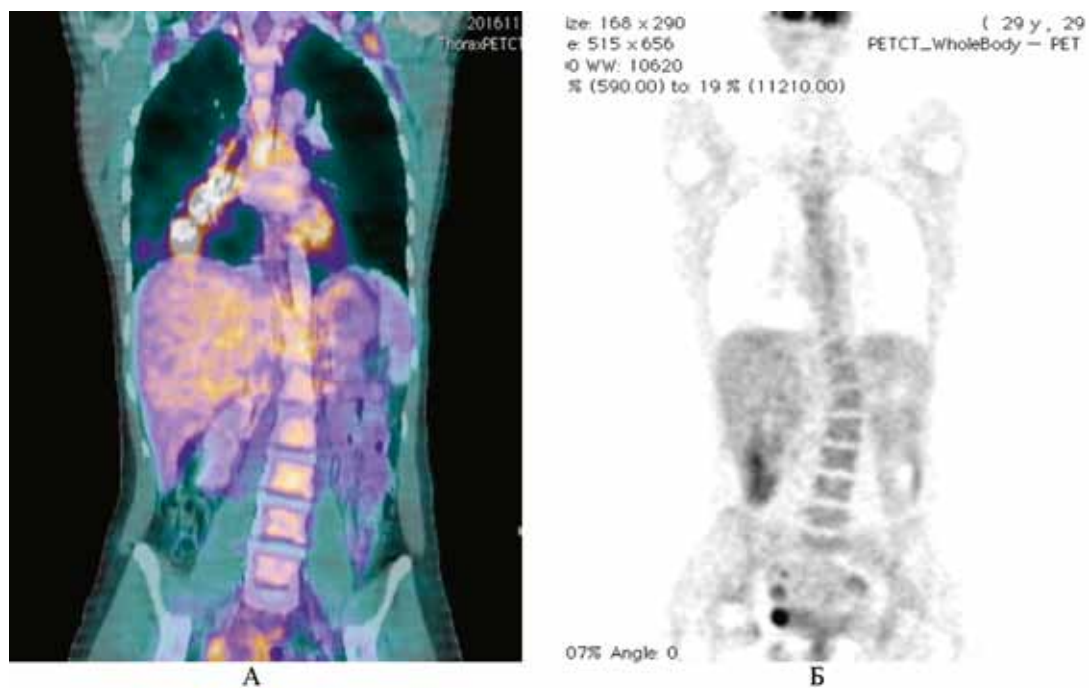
ПЭТ-КТ обследование пациентки с аденокарциномой лёгкого: А — до начала лечения (ноябрь 2016), Б — на фоне терапии кризотинибом (май 2017)
